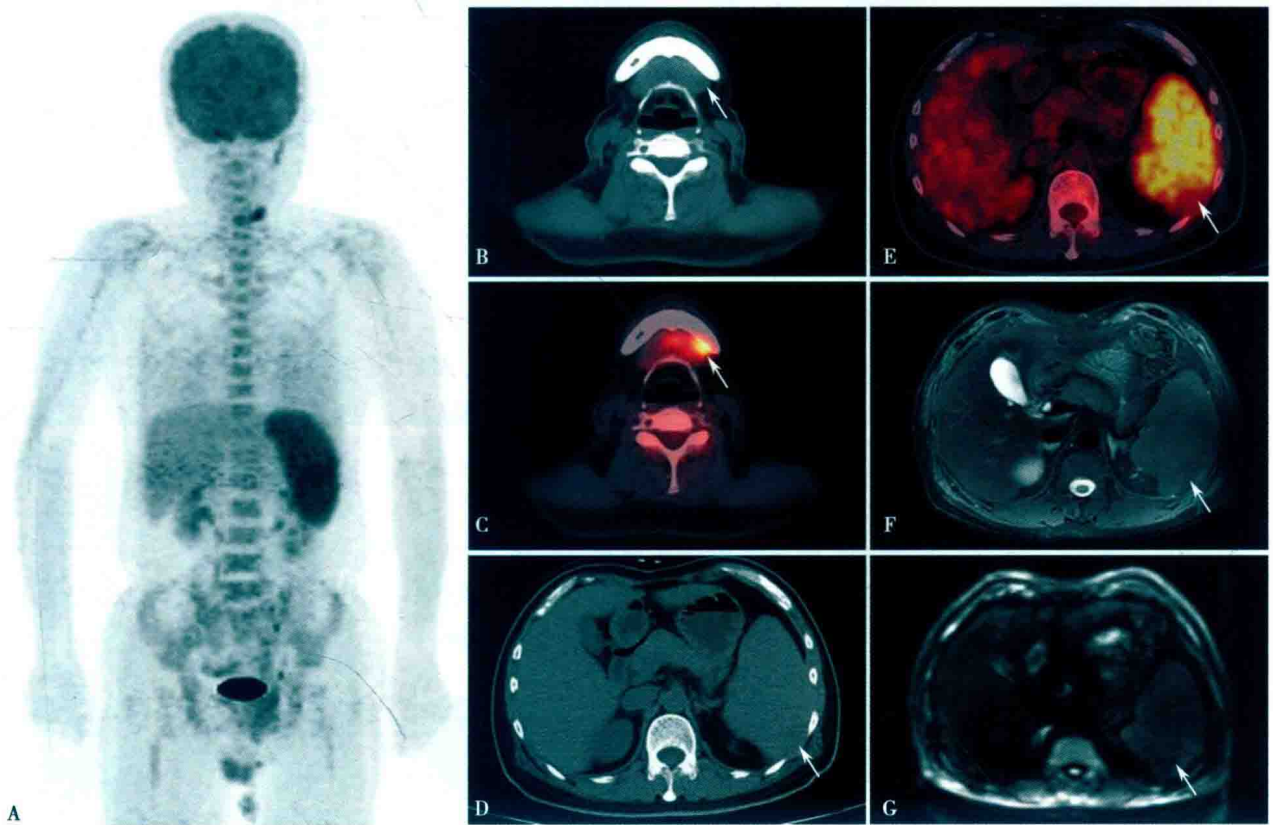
脾脏弥漫大 B 细胞性淋巴瘤 ¹⁸F-FDG PET/CT 与 MRI 图像
